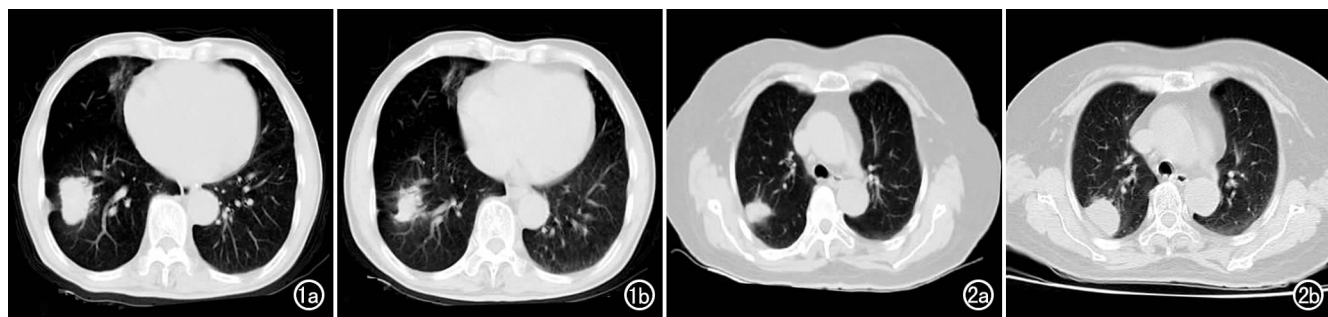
男性,76 岁。a)接受靶向治疗前的 CT 平扫肺窗图像,肿瘤最大径为 38mm;b)接受靶向治疗 3 个月后的 CT 平扫肺窗图像,肿瘤最大径为 21mm,与治疗前相比肿瘤最大径减少了约 45%,符合 PR 的标准,故该患者被纳入治疗有效组。图 2 女性,71 岁。a)接受靶向治疗前的 CT 平扫肺窗图像,肿瘤最大径为 24mm;b)接受靶向治疗 3 个月后的 CT 平扫肺窗图像,肿瘤最大径为 34mm,与治疗前相比肿瘤最大径增加了约 42%,符合 PD 的标准,故该患者被纳入治疗无效组。
